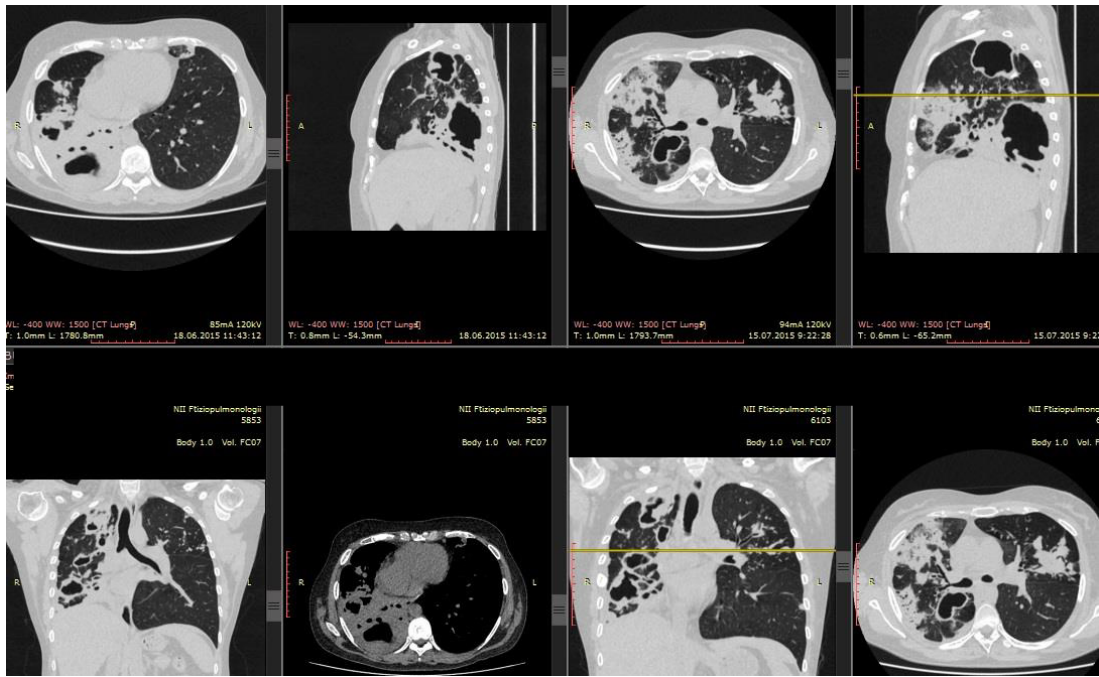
СКТ органов грудной клетки при поступления в ЗХО СПбНИИФ
